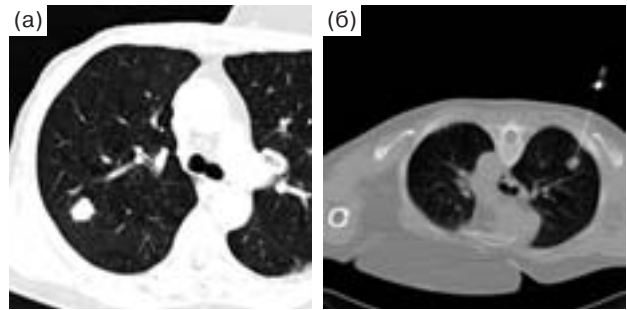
Трансторакальная пункционная биопсия под контролем КТ. Состояние после радикальной мастэктомии справа, периферическое образование в правом легком необходимо дифференцировать между первичным раком легкого и метастазом рака молочной железы. Пункция периферического новообразования в правом легком под контролем КТ-скопии в положении пациента на животе позволяет получить материал для морфологического исследования в амбулаторных условиях. Выявлен рак легкого (аденокарцинома). а – аксиальный срез, б – режим КТ-скопии.
